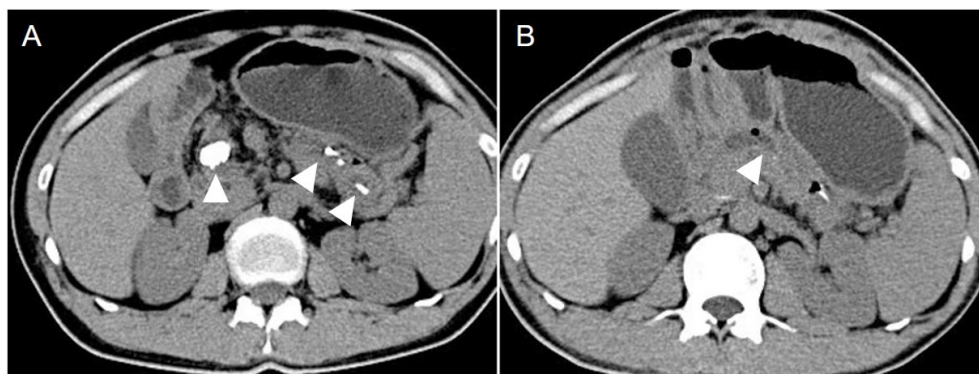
胰腺影像学图像。A：术前CT扫描显示胰腺多发胰管结石（箭头所示），胰头区域胰腺实质萎缩纤维化显著；B：术后CT扫描显示胰腺结石基本消失，仅见微量灶性结石。
